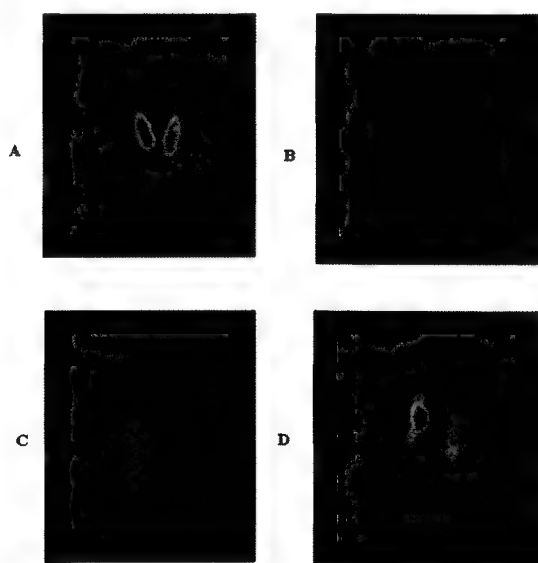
Aspecte scintigrafice întâlnite în patologia benignă tiroidiană: A – Boala Basedow; B – Tiroidita subacută; C – Adenom toxic; D – Gușa multinodulară toxică.
